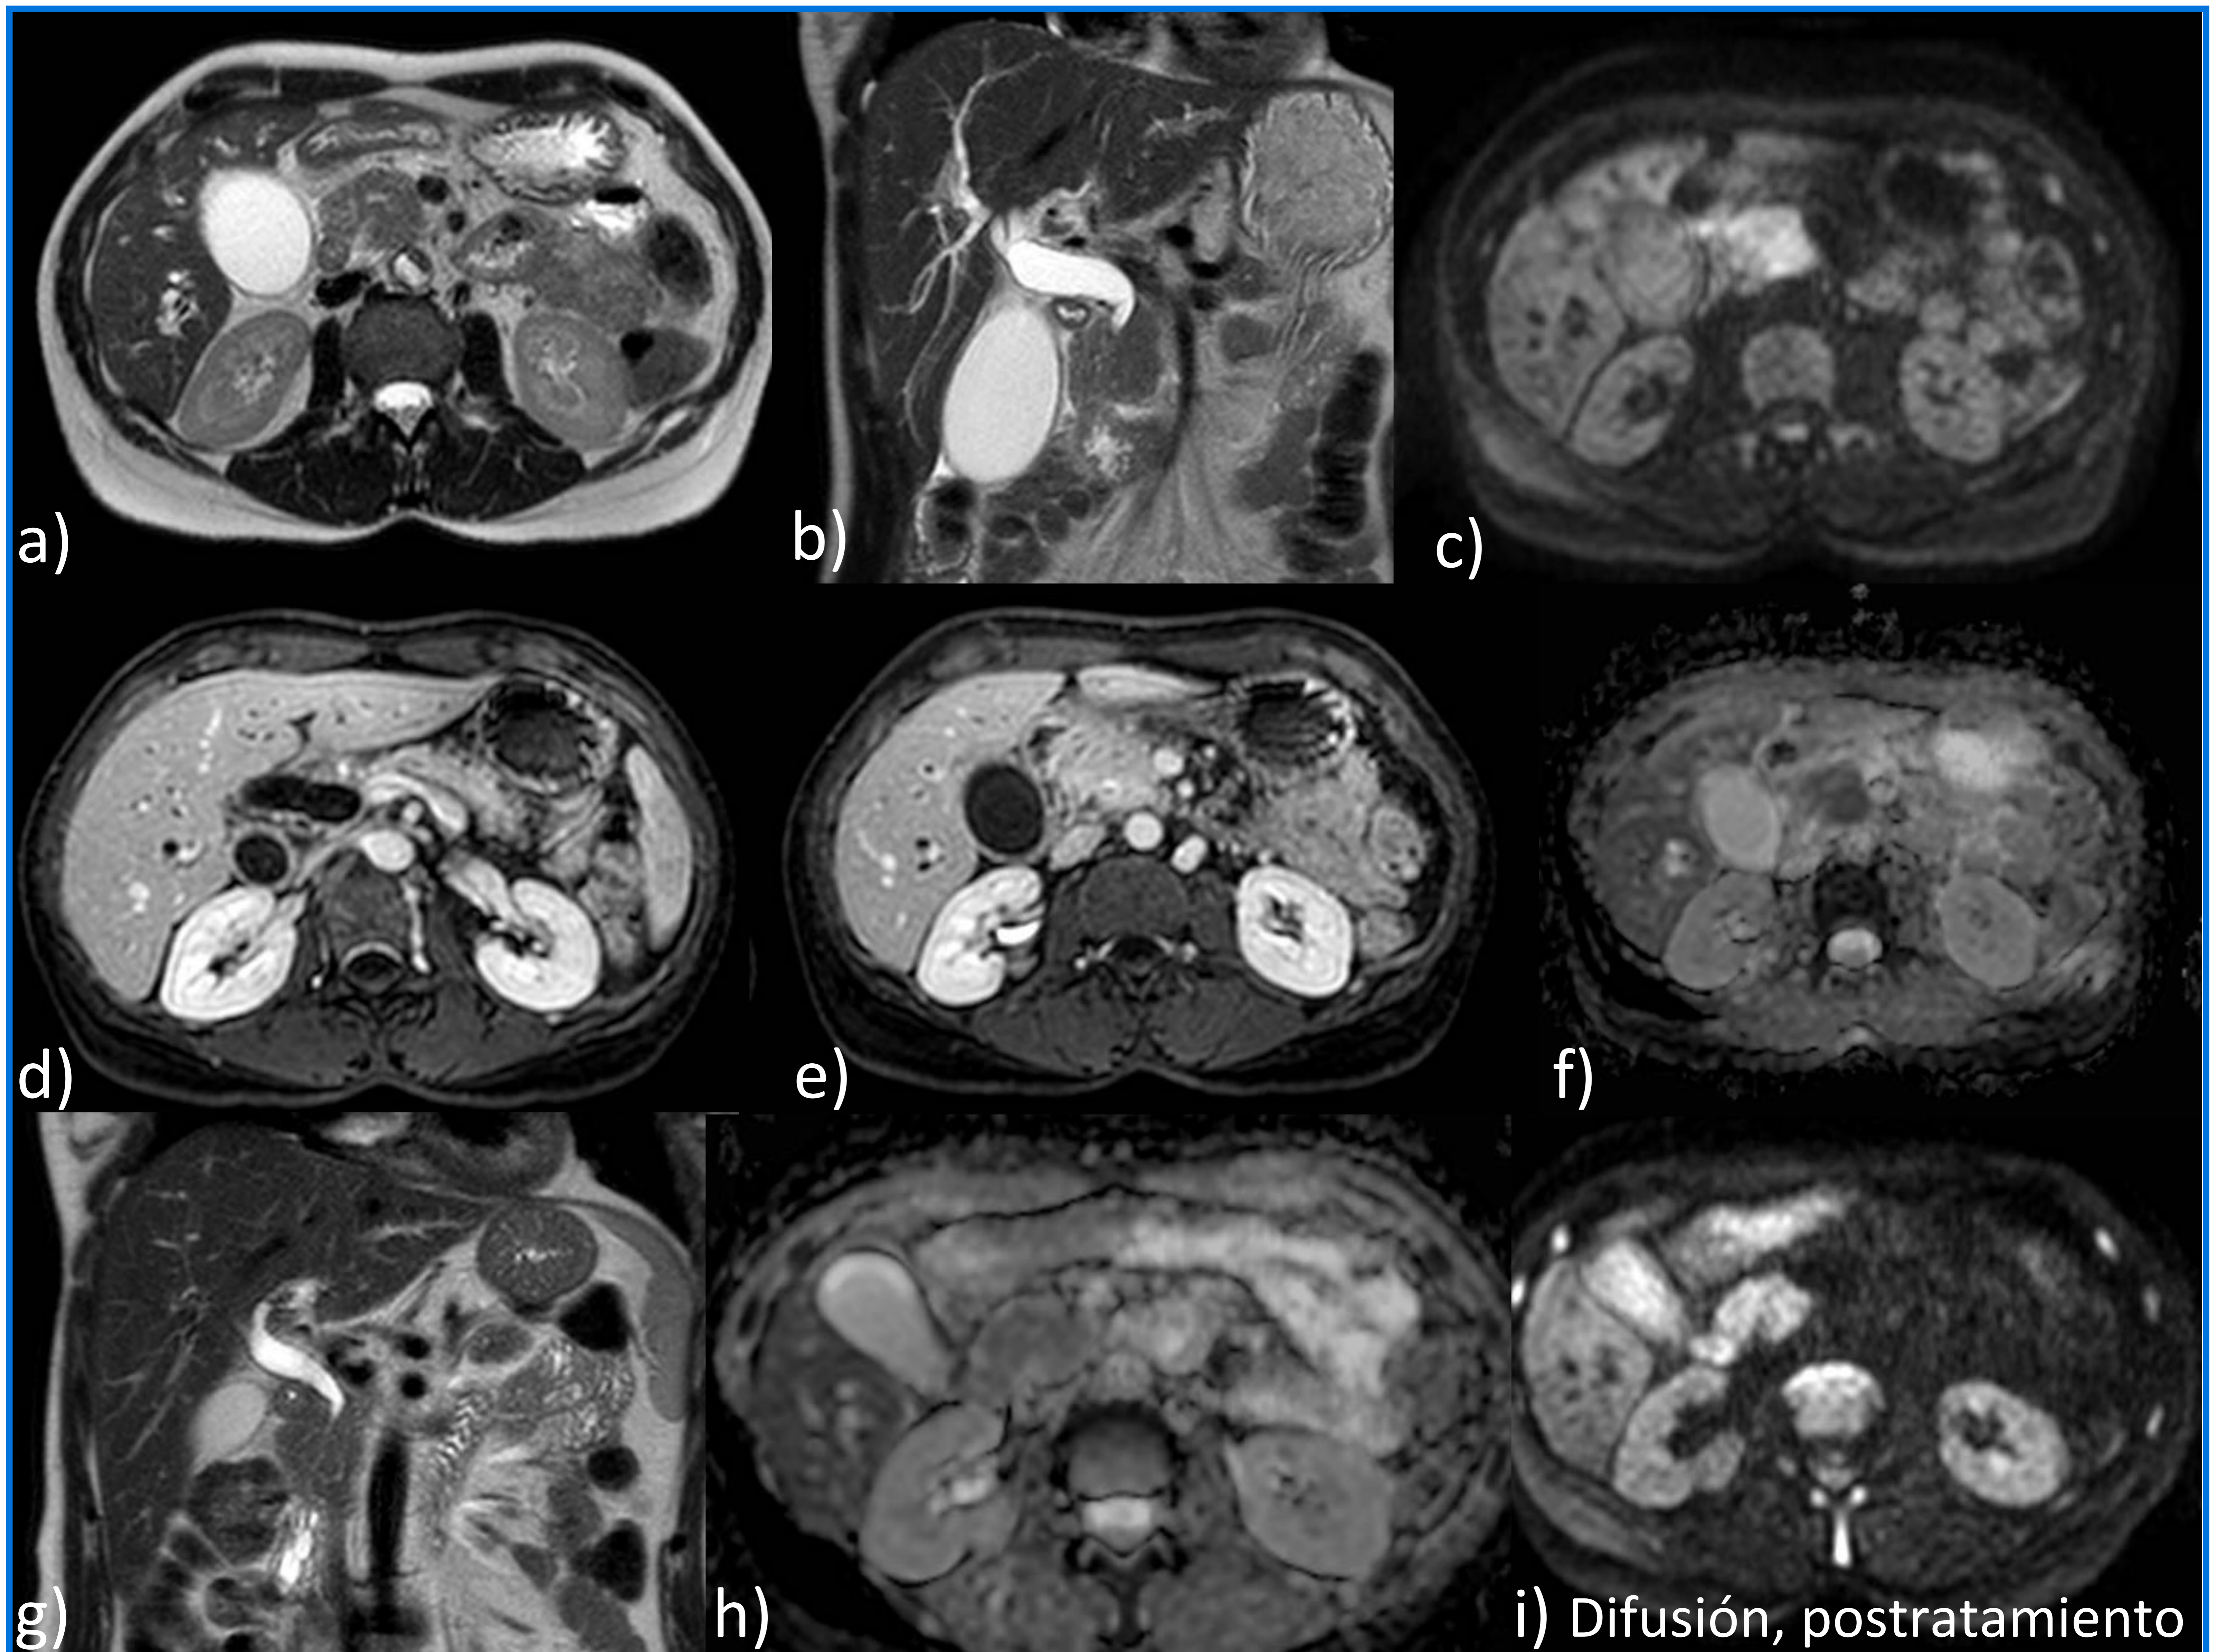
Pancreatitis autoinmune focal en una mujer de 45 años que acudió al servicio de urgencias por presentar cuadro de dos semanas de dolor abdominal e ictericia. A los pocos días del ingreso se realiza una RM en la que se identifica un efecto masa focal en cabeza/cuello pancreático con marcada dilatación de la vía biliar (estenosis del colédoco intrapancreático). T2 axial y coronal (a y b). El efecto de masa presenta marcada restricción a la difusión y bajos valores en el mapa ADC (c y f). Además se identifica realce del colédoco intra y extrapancreático tras administración de CIV (d y e). Se obtuvo muestra histológica a través de PAAF guiada por eco-endoscopia sin demostrar malignidad, instaurándose tratamiento con esteroides. Tras un mes de tratamiento se repitió la RM mostrando mejoría del efecto de masa en cabeza pancreática y de la dilatación de la vía biliar (g, potenciación T2 coronal), con menor hiposeñal en el mapa ADC (h). En control sucesivo (no mostrado), presentaba mejoría progresiva de los
